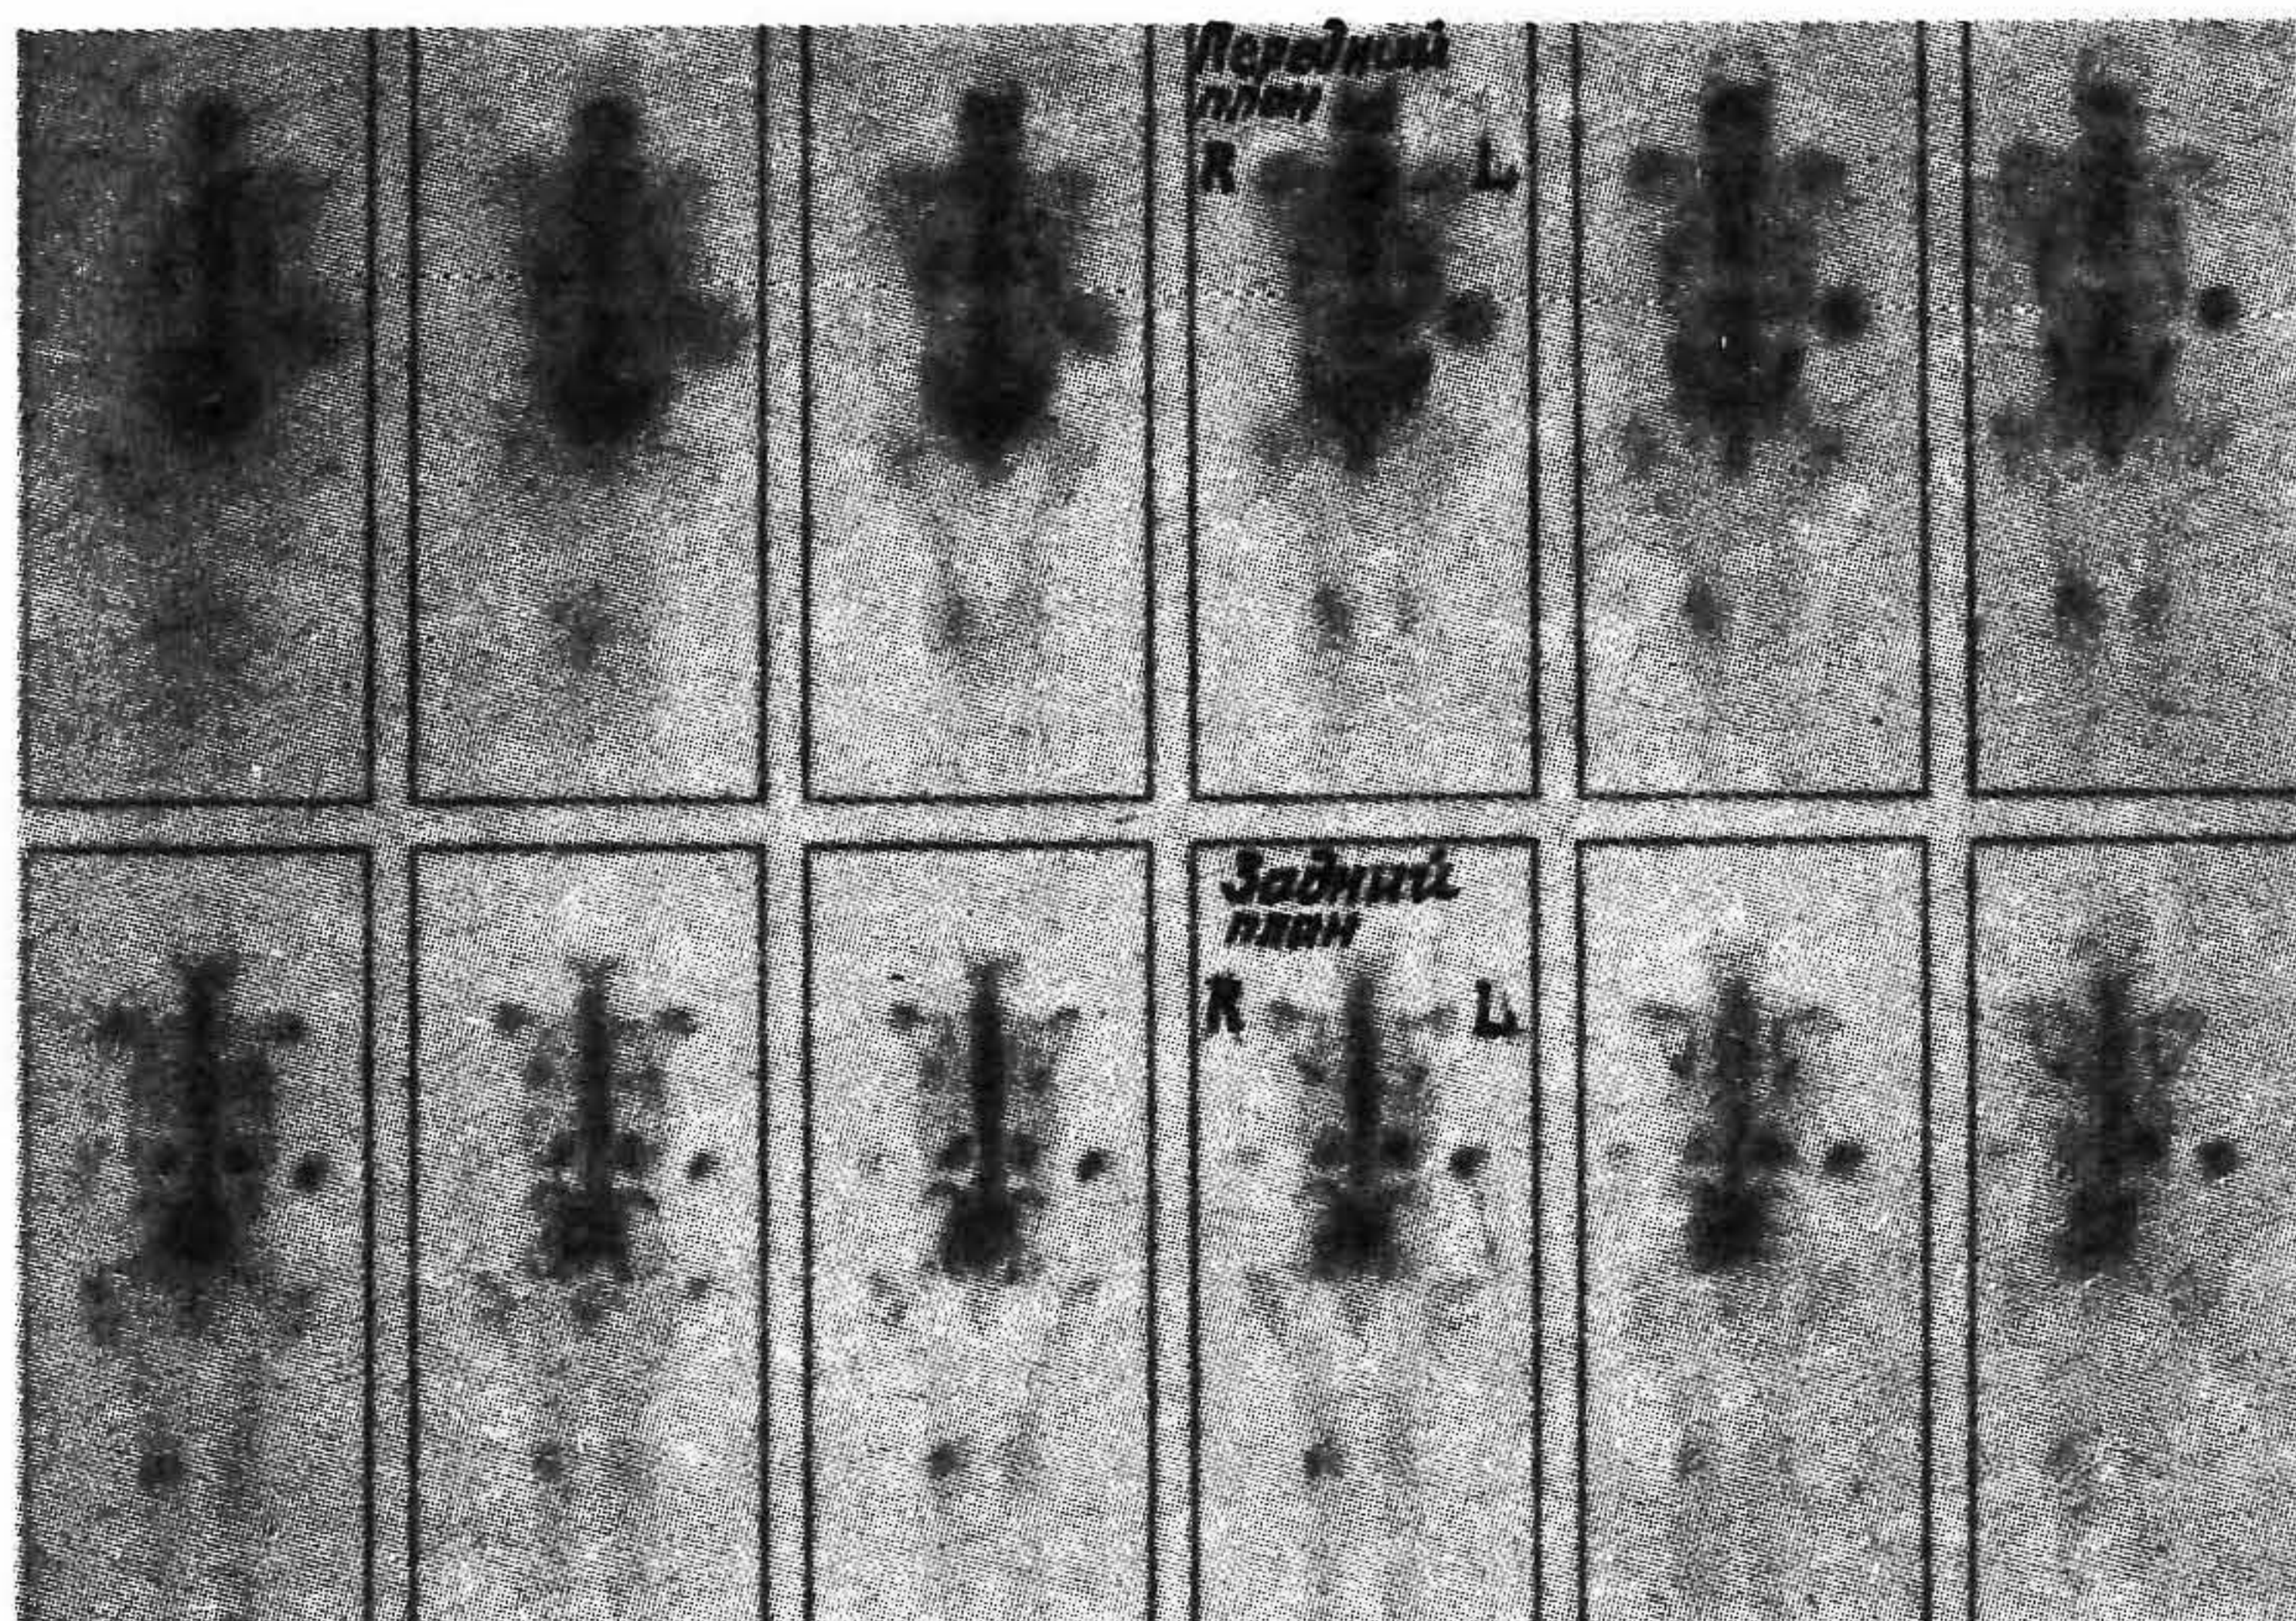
Серия из двенадцати продольных томограмм скелета, полученная на системе Pho/Con Imager.
